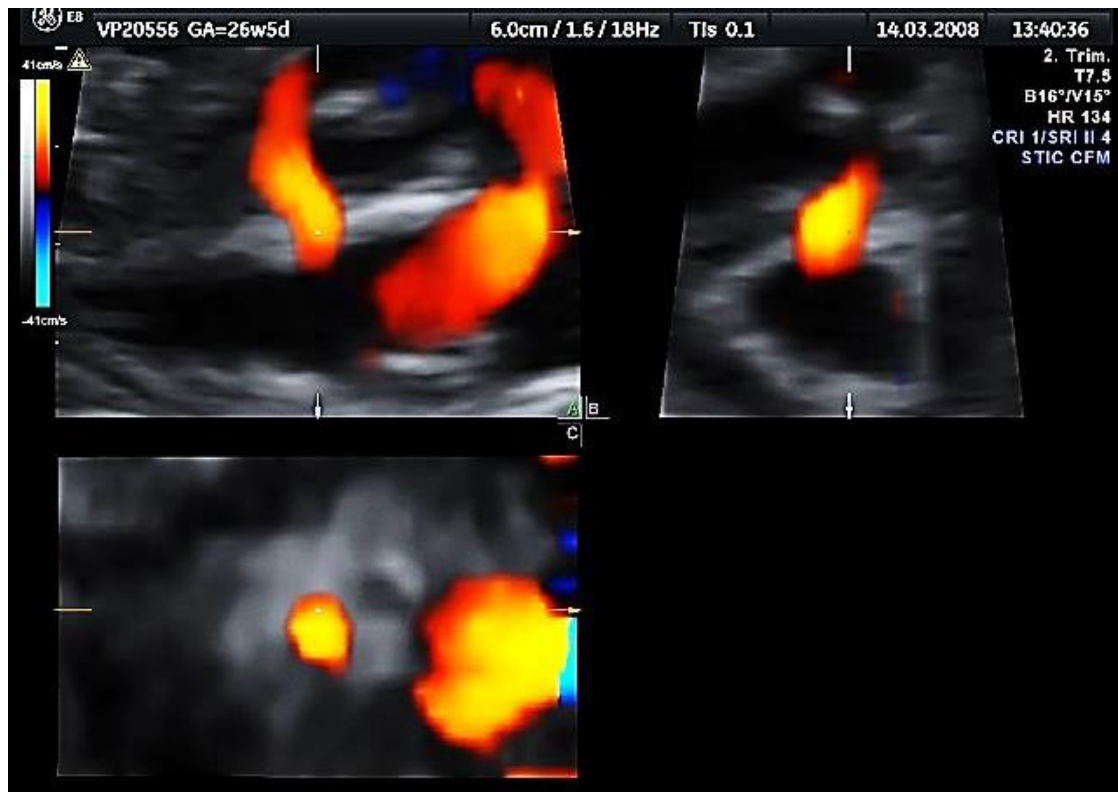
Muskulärer VSD in 3 Ebenen im Farbdoppler.
